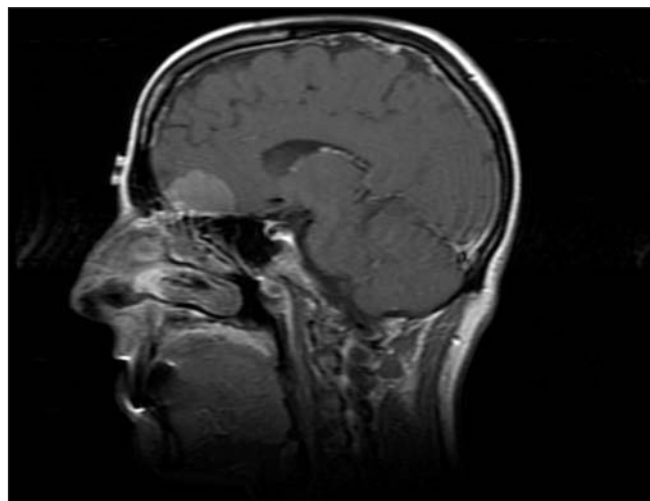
Resonancia magnética en plano sagital en la que se aprecia un carcinoma mucoepidermoide que invade los lóbulos frontales en un paciente que sólo presentaba ligeras cefaleas.
